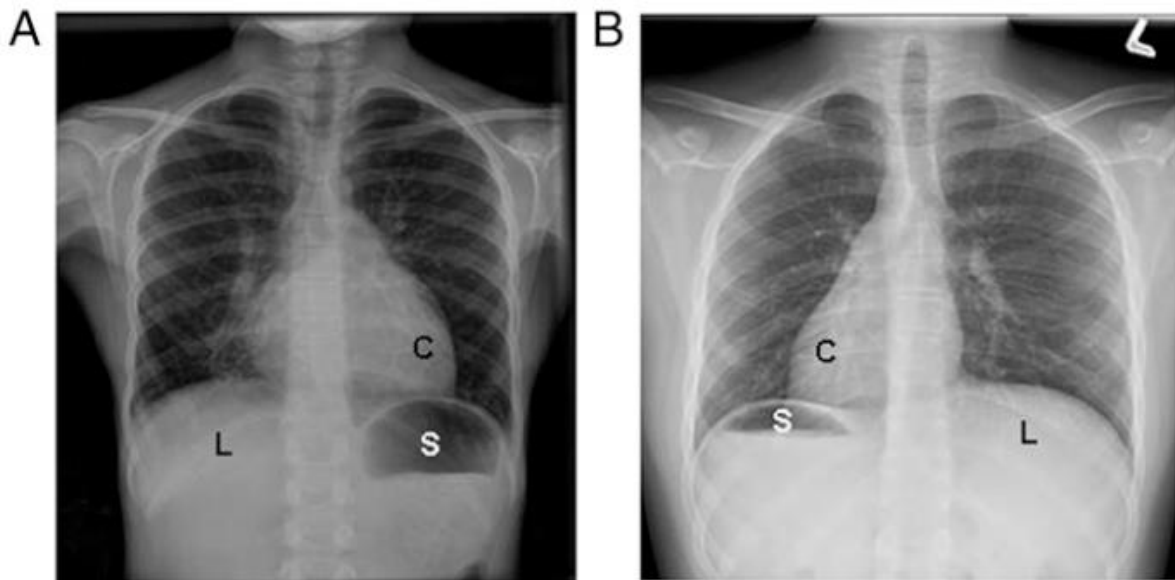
Defectos de lateralidad en radiografías de tórax en pacientes con DCP (B) en comparación con la normalidad (A). En (A) se observa una posición normal del corazón (C), con el ápex a la izquierda, el hígado a la derecha y la burbuja gástrica en el hipocondrio izquierdo. En (B), un paciente con situs inversus totalis y órganos en espejo, con ápex cardíaco (C) a la derecha, burbuja gástrica (S) en el lado derecho e hígado (L) a la izquierda ⁵⁵.
